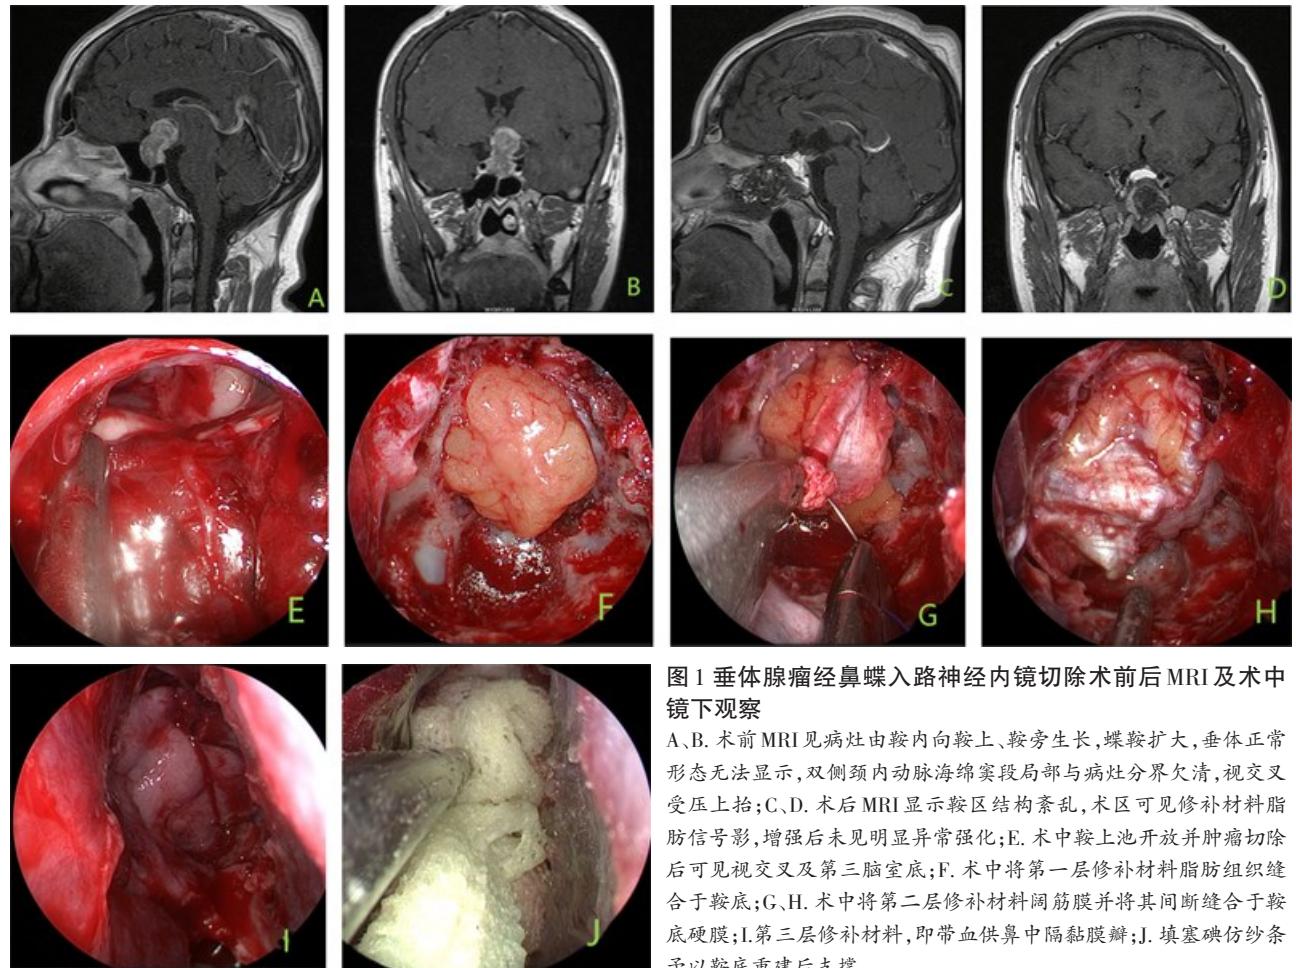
垂体腺瘤经鼻蝶入路神经内镜切除术前后 MRI 及术中镜下观察
